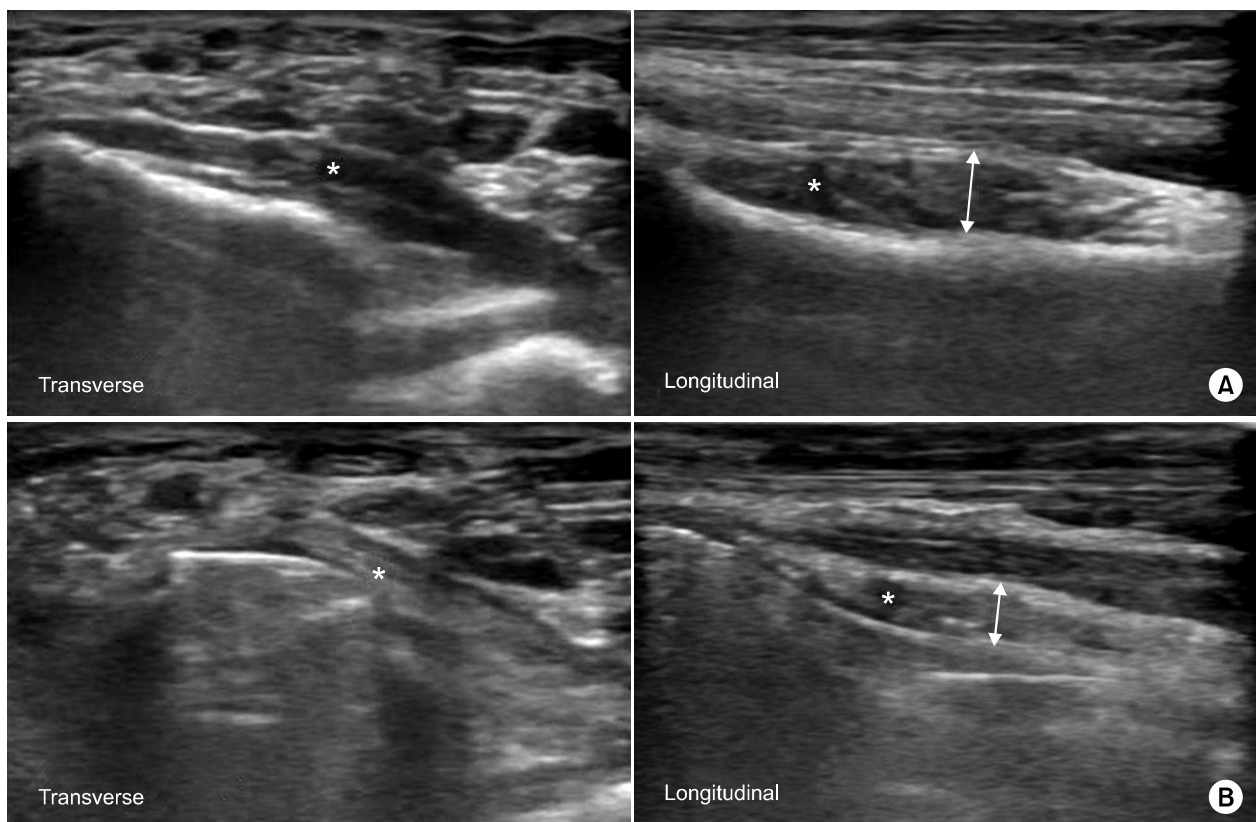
Ultrasound examinations were performed bilaterally at pronator quadrates muscle (asterisk). (A) Transverse view and longitudinal view of the uninjured side. (B) Transverse view and longitudinal view of the injured side.
